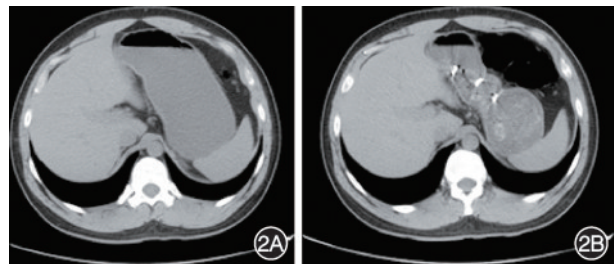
内镜下胃径向压缩术(ERCG)前后腹部 CT 横断面比较(两次 CT 检查均于饮饱水后完成,患者两次饱腹感疼痛视觉模拟评分均为 8 分) 2A:术前 1 d;2B:术后 4 h,与术前相比,术后胃腔可见明显压缩重塑,含水状态下胃腔容积显著减小,提示 ERCG 具有早期胃容积限制作用
